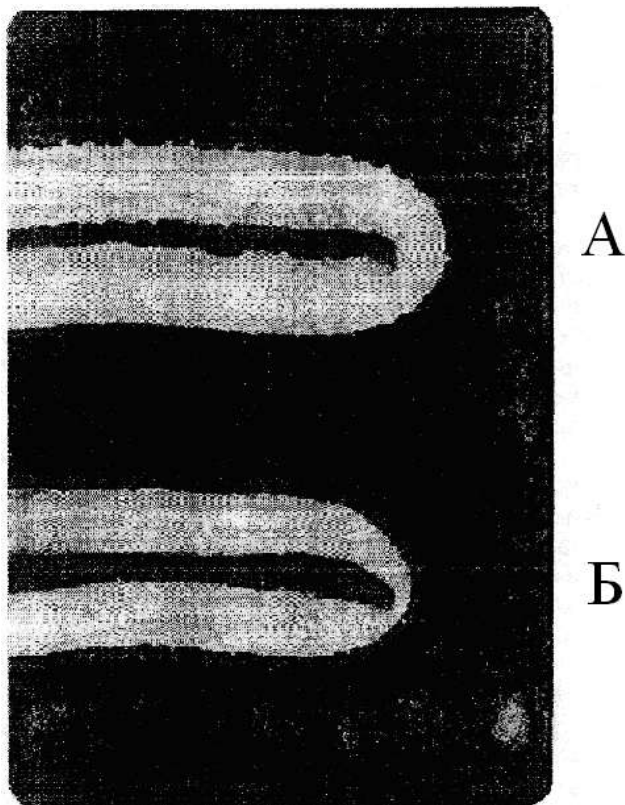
Контрастні рентгенограми тонкої кишки. Контрастування сульфатом барію:
